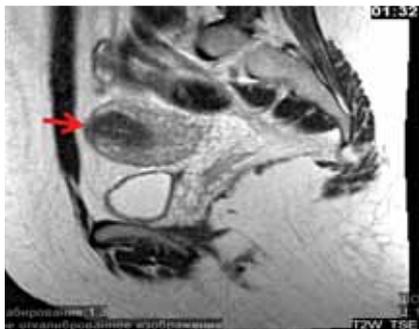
Magnetic resonance imaging of small pelvic organs dated 11.01.17. In the upper right corner of the uterus the formation of an irregularly rounded shape is visualized
